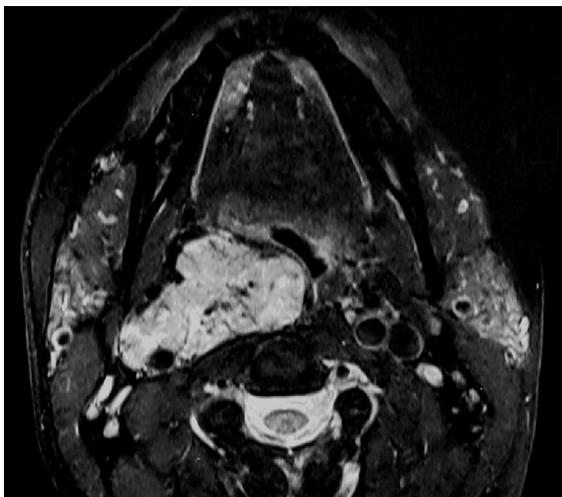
l'IRM montre (signal noir) les flux des carotides et petites artères au sein de la tumeur carotidienne
